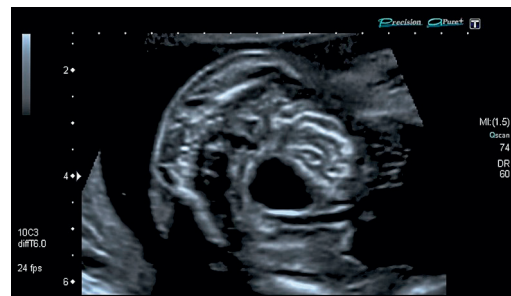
Gleicher Fall wie in Abbildung 2 – pränatales Sonografiebild mit hyperechogener fetaler Dünndarmwand von einem Fetus in der 26. SSW mit maternaler CMV-Primärinfektion im ersten Trimenon bei CMV-positivem Fruchtwasser und Fetalblut
